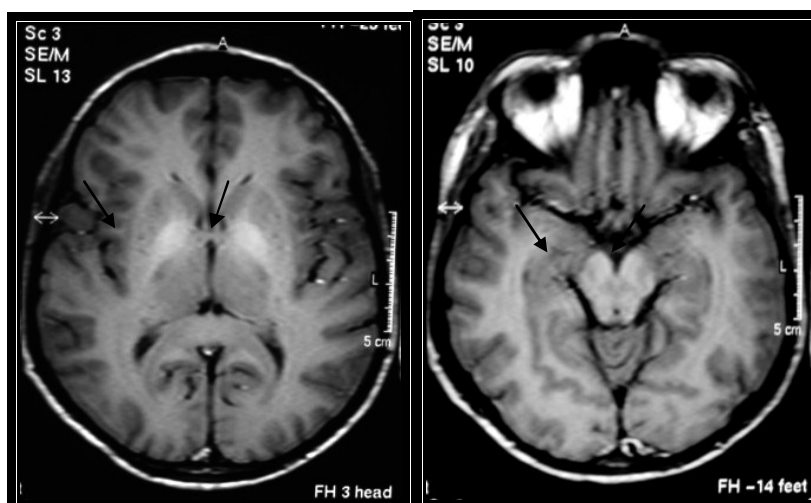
RM do encéfalo. Axial SE T1. Outro paciente com hiperintensidade de sinal em T1 nos globos pálidos e pedúnculos cerebrais. Paciente 17. Criança de 9 anos de idade
